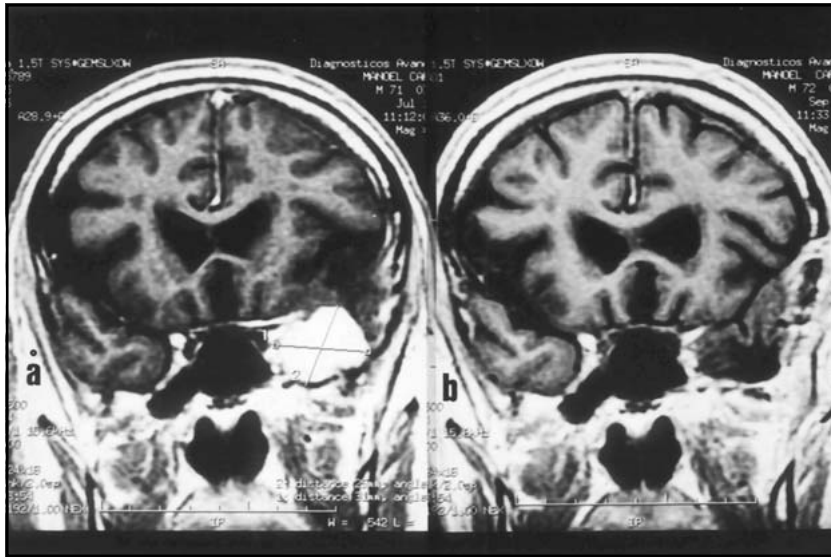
Meningioma da parede lateral do seio cavernoso, tipo I de Hirsch. Ao lado, RM de controle após remoção total.
